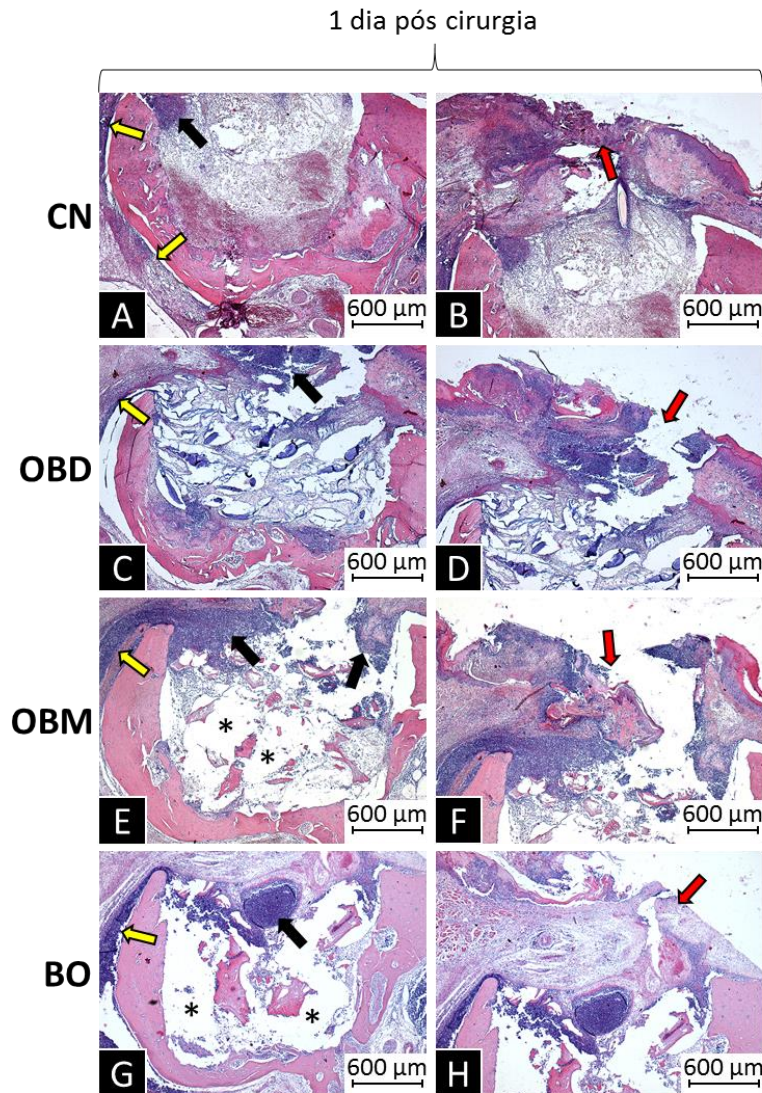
ASPECTOS HISTOLÓGICOS DO PROCESSO INFLAMATÓRIO APÓS 1 DIA DE TRATAMENTO NOS DIFERENTES GRUPOS ENXERTADOS (CN, OBD, OBM E BO). As imagens A, C, E e G evidenciam a região de defeito ósseo, preenchida por fragmentos e Laminas de biomaterial. As setas amarelas apontam para processos inflamatórios no lado externo da parede vestibular do defeito ósseo, região de sindesmotomia. Note que os espaços vazios dos defeitos enxertados com OBM e BO na verdade são imagens negativas de grânulos mineralizados (*). As imagens B, D, F e H mostram o terço cervical dos defeitos e a área da mucosa com o epitélio seccionado, por onde ainda persiste o contato do sitio cirúrgico com os contaminantes da cavidade bucal (setas vermelhas). Setas pretas indicam alguns focos de inflamação no terço cervical dos defeitos.
